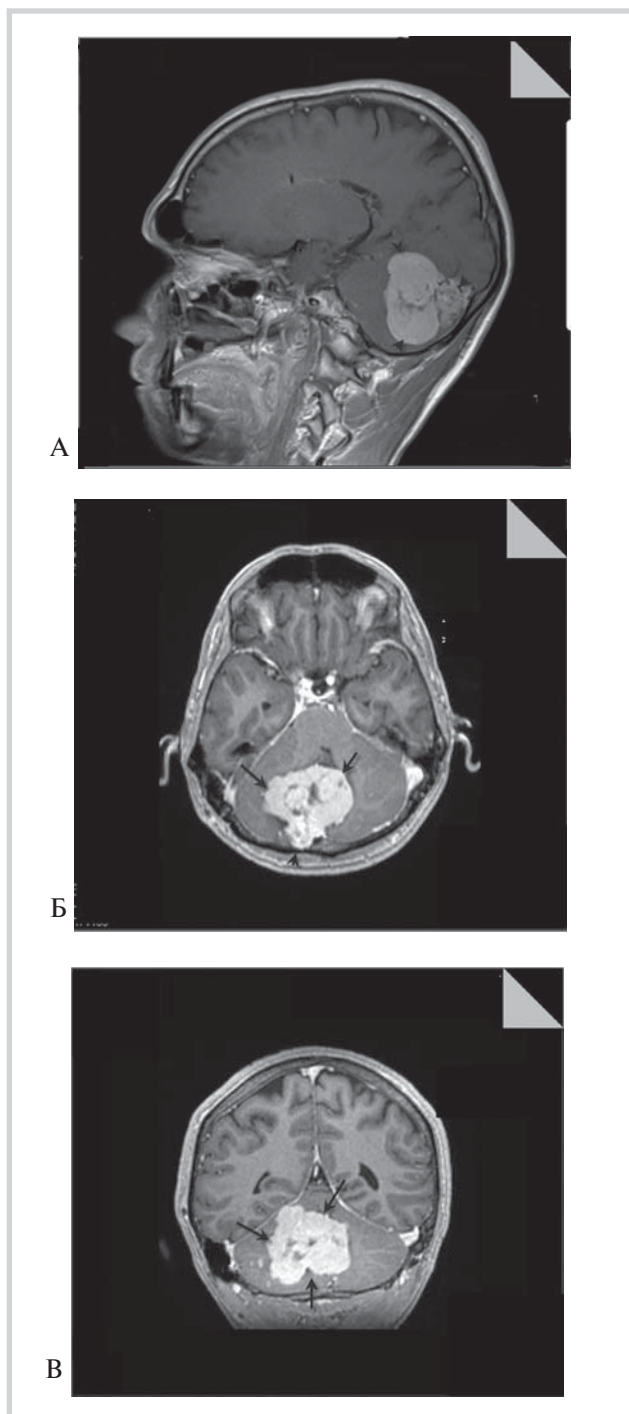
Магнитно-резонансная томограмма в режиме T2 и T1 с внутривенным контрастированием до операции. На сагиттальных (А), поперечных (Б, горизонтальный) и фронтальном (В) срезах визуализируется объемное образование (показано стрелками), исходящее из синусного стока и правого поперечного синуса с ростом в червь мозжечка и правую теменную долю; после контрастирования интенсивно накапливает контраст.
